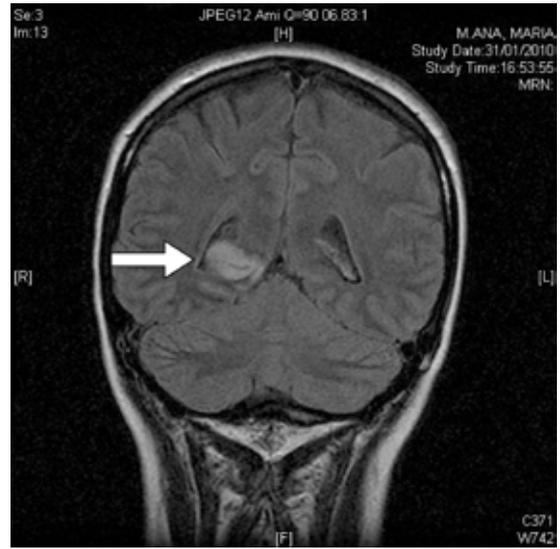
Resonancia magnética. Corte coronal paramedial mostrando área infartada.
